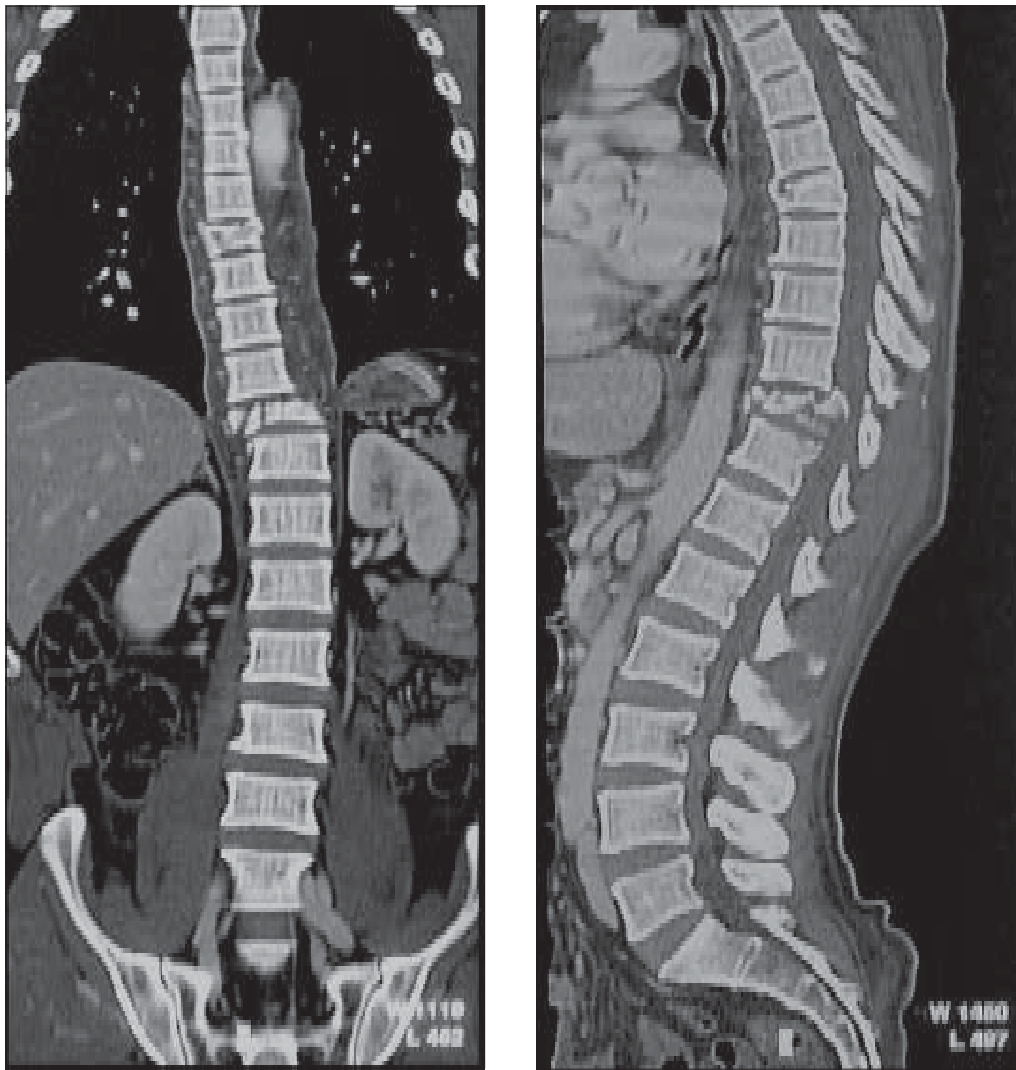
TAC Multicorte preoperatorio de columna total, reconstrucción coronal (A) y sagital (B).
